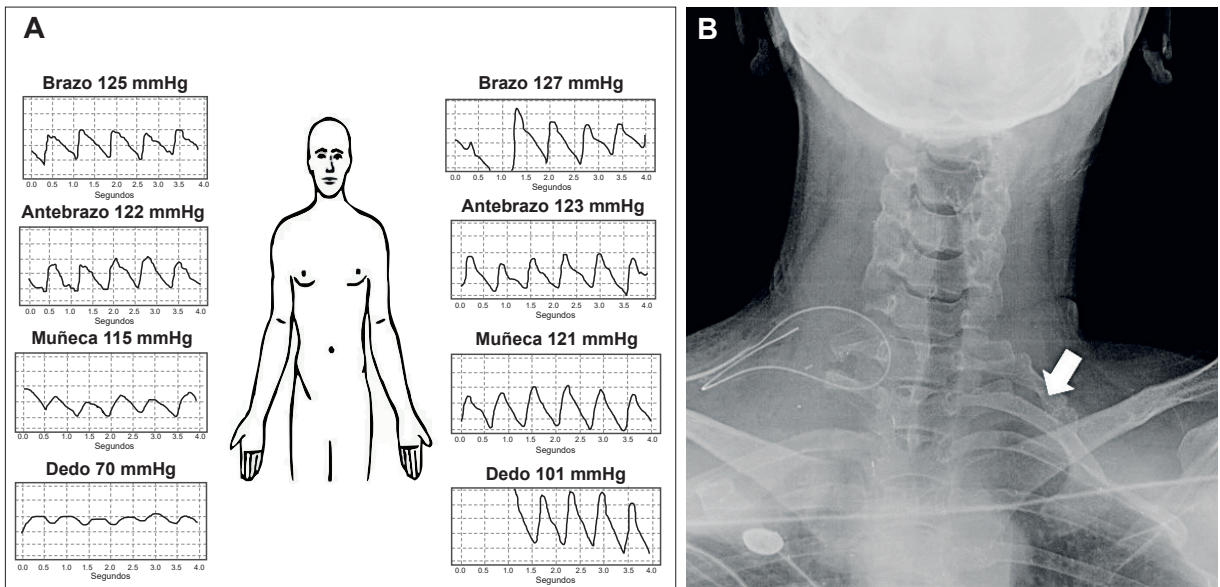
A: Pletismografía de control con mejoría en las ondas de volumen, de la presión y de la perfusión distal en la extremidad superior derecha. B: Radiografía de columna cervical anteroposterior de control postoperatorio. Se aprecia la ausencia de la costilla cervical y de gran parte de la primera costilla del lado derecho (lado de la cirugía). La flecha blanca señala la costilla accesoria del lado contrario.
